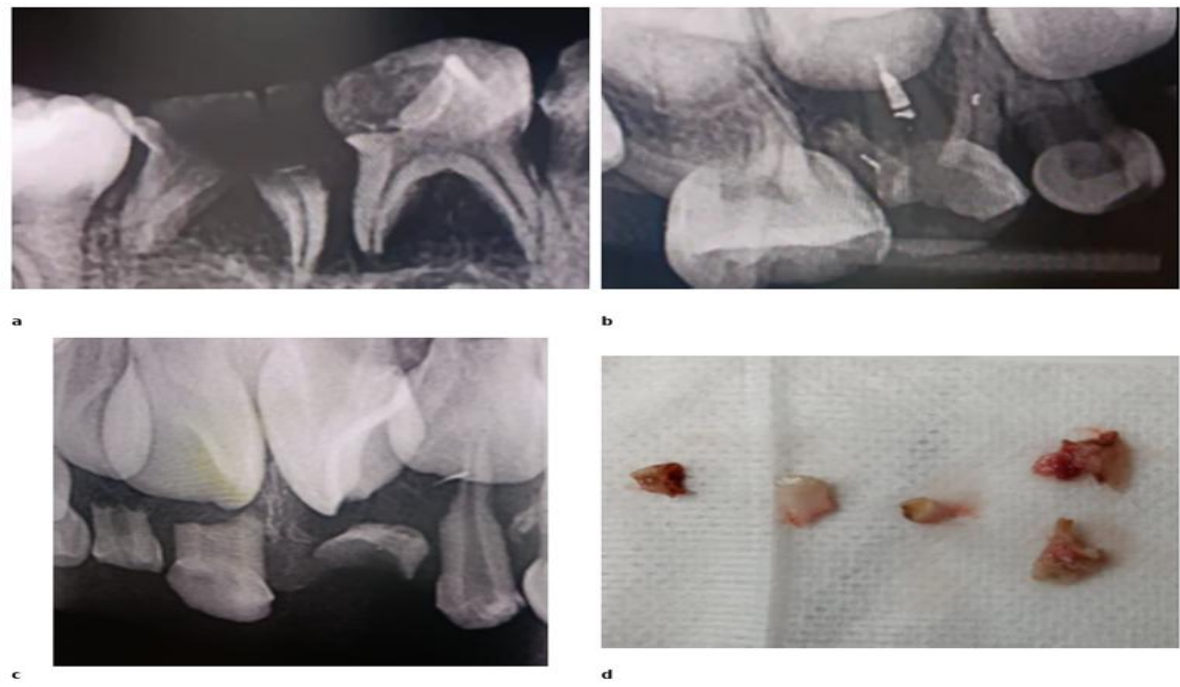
Extracción de unidades dentarias deciduas: a) Radiografía periapical de la unidad 7.4, b) Radiografía periapical de la unidad 5.4, c) Radiografía periapical de las unidades 5.1, 5.2 y 6.1, y d) Unidades dentarias extraídas
